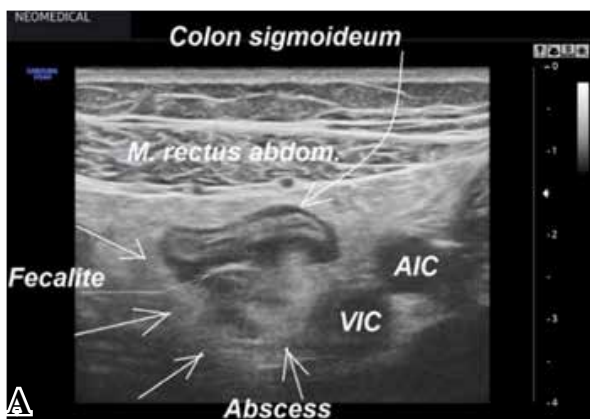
УЗИ сигмовидной кишки: острый дивертикулит (воспалены несколько дивертикулов), локальный сигмоидит, воспаленный мезентериальный жир, асцит. А – трансабдоминальное УЗИ, продольное сканирование по отношению к фрагменту кишки; Б – трансабдоминальное УЗИ, поперечное сканирование по отношению к фрагменту кишки; В – ТВУЗИ-дивертикулит (воспаление одного из дивертикулов), асцит.
